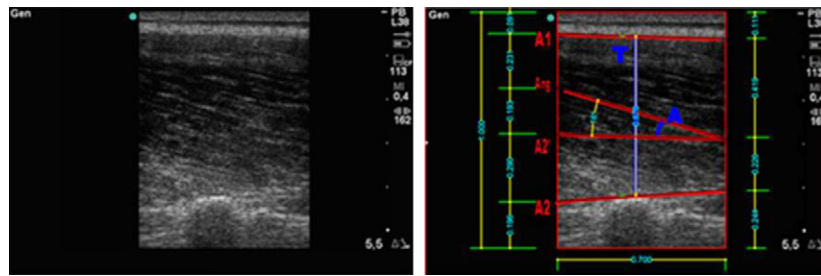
Ejemplo de la medición de las variables arquitectónicas desde una ecografía.
